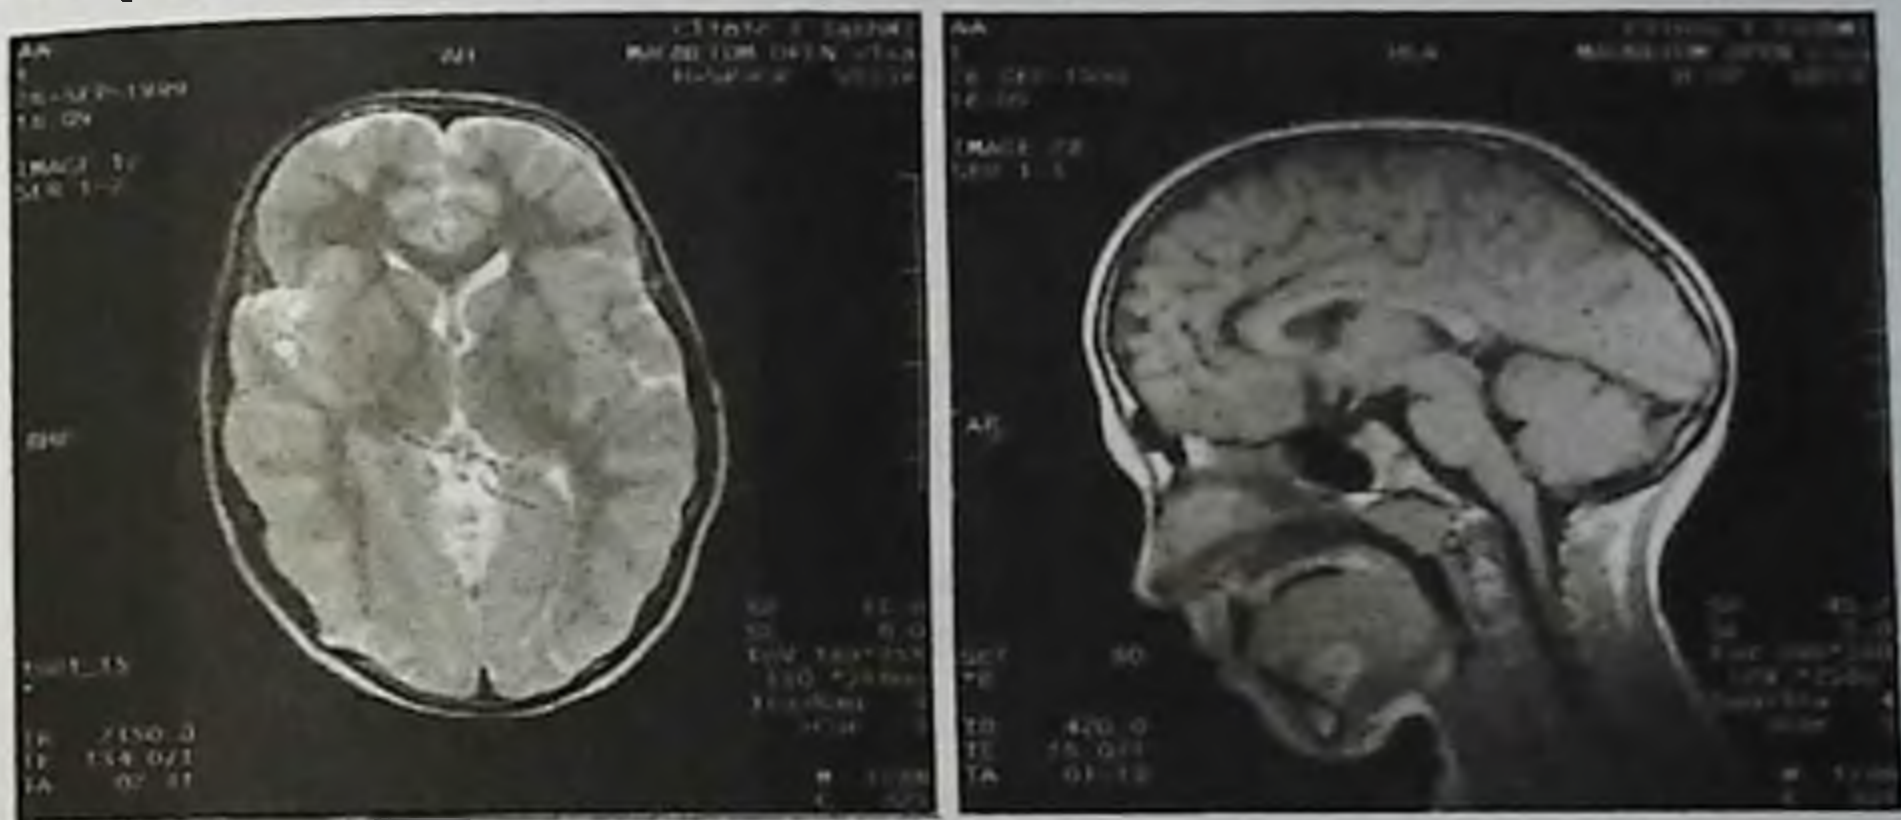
Магнитно-резонансная томограмма больного А. А., 1 года
